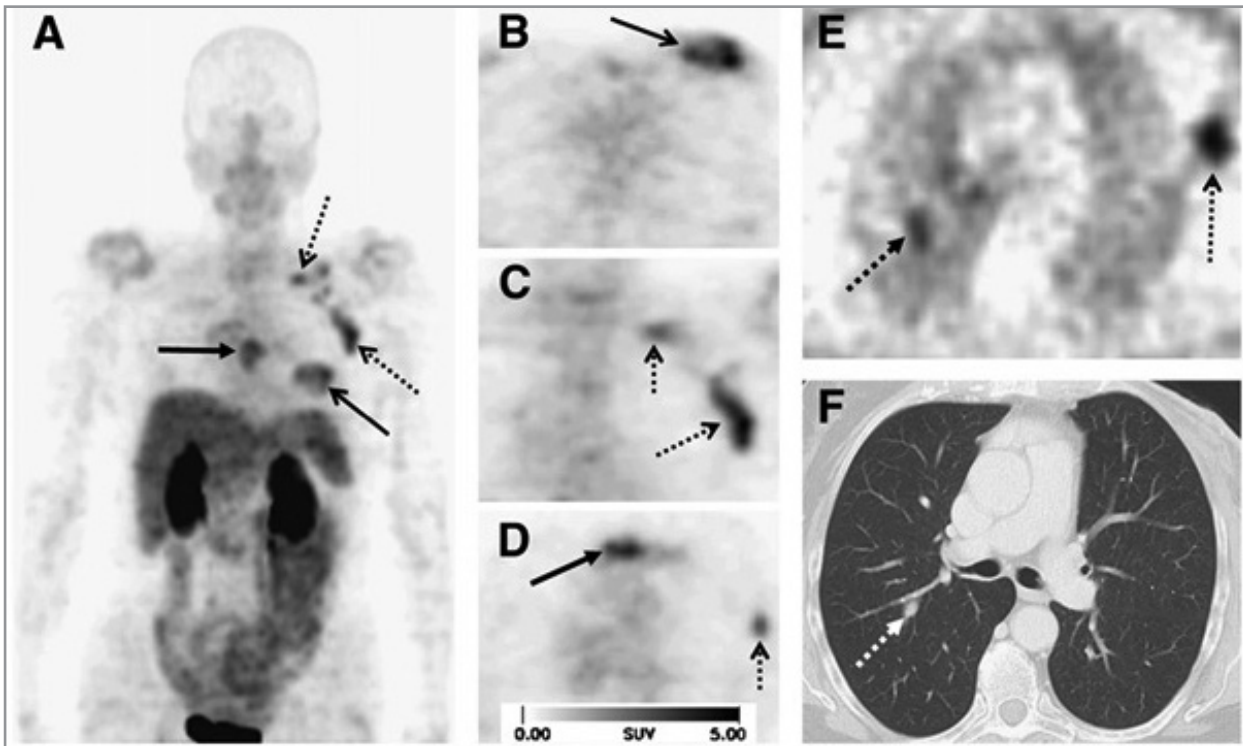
A 70-year-old patient with invasive ductal breast cancer of left breast (arrow, open tip), axillary lymph-node metastases on left side (arrow, open tip, dotted line), an osseous metastasis to the sternum (arrow, closed tip), and a pulmonary metastasis on right side (arrow, closed tip, dotted line). Maximum-intensity projection of ¹⁸F-galacto-RGD PET (A) and planar images (B, axial plane; C, coronal plane; D, axial plane) show primary tumor, lymph-node metastases, and osseous metastasis with good tumor-to-background contrast. High tracer retention is notable in urogenital tract, predominantly due to renal tracer elimination. Intermediate uptake is notable in liver, spleen, and intestine. One small pulmonary lesion was notable in nonattenuation-corrected images (E) and confirmed by CT (F). In the context of metastasized breast cancer, this was considered to be highly suggestive of a pulmonary metastasis (22).
